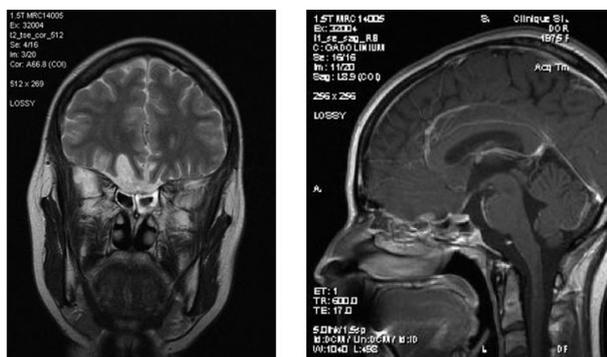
Images d'IRM (7.07.2006) en séquence T2-coronale (à droite) et sagittale (avec contraste; à gauche). Noter la lésion à composante kystique avec rehaussement après contraste de la région inférieure et de son extension intracrânienne.
